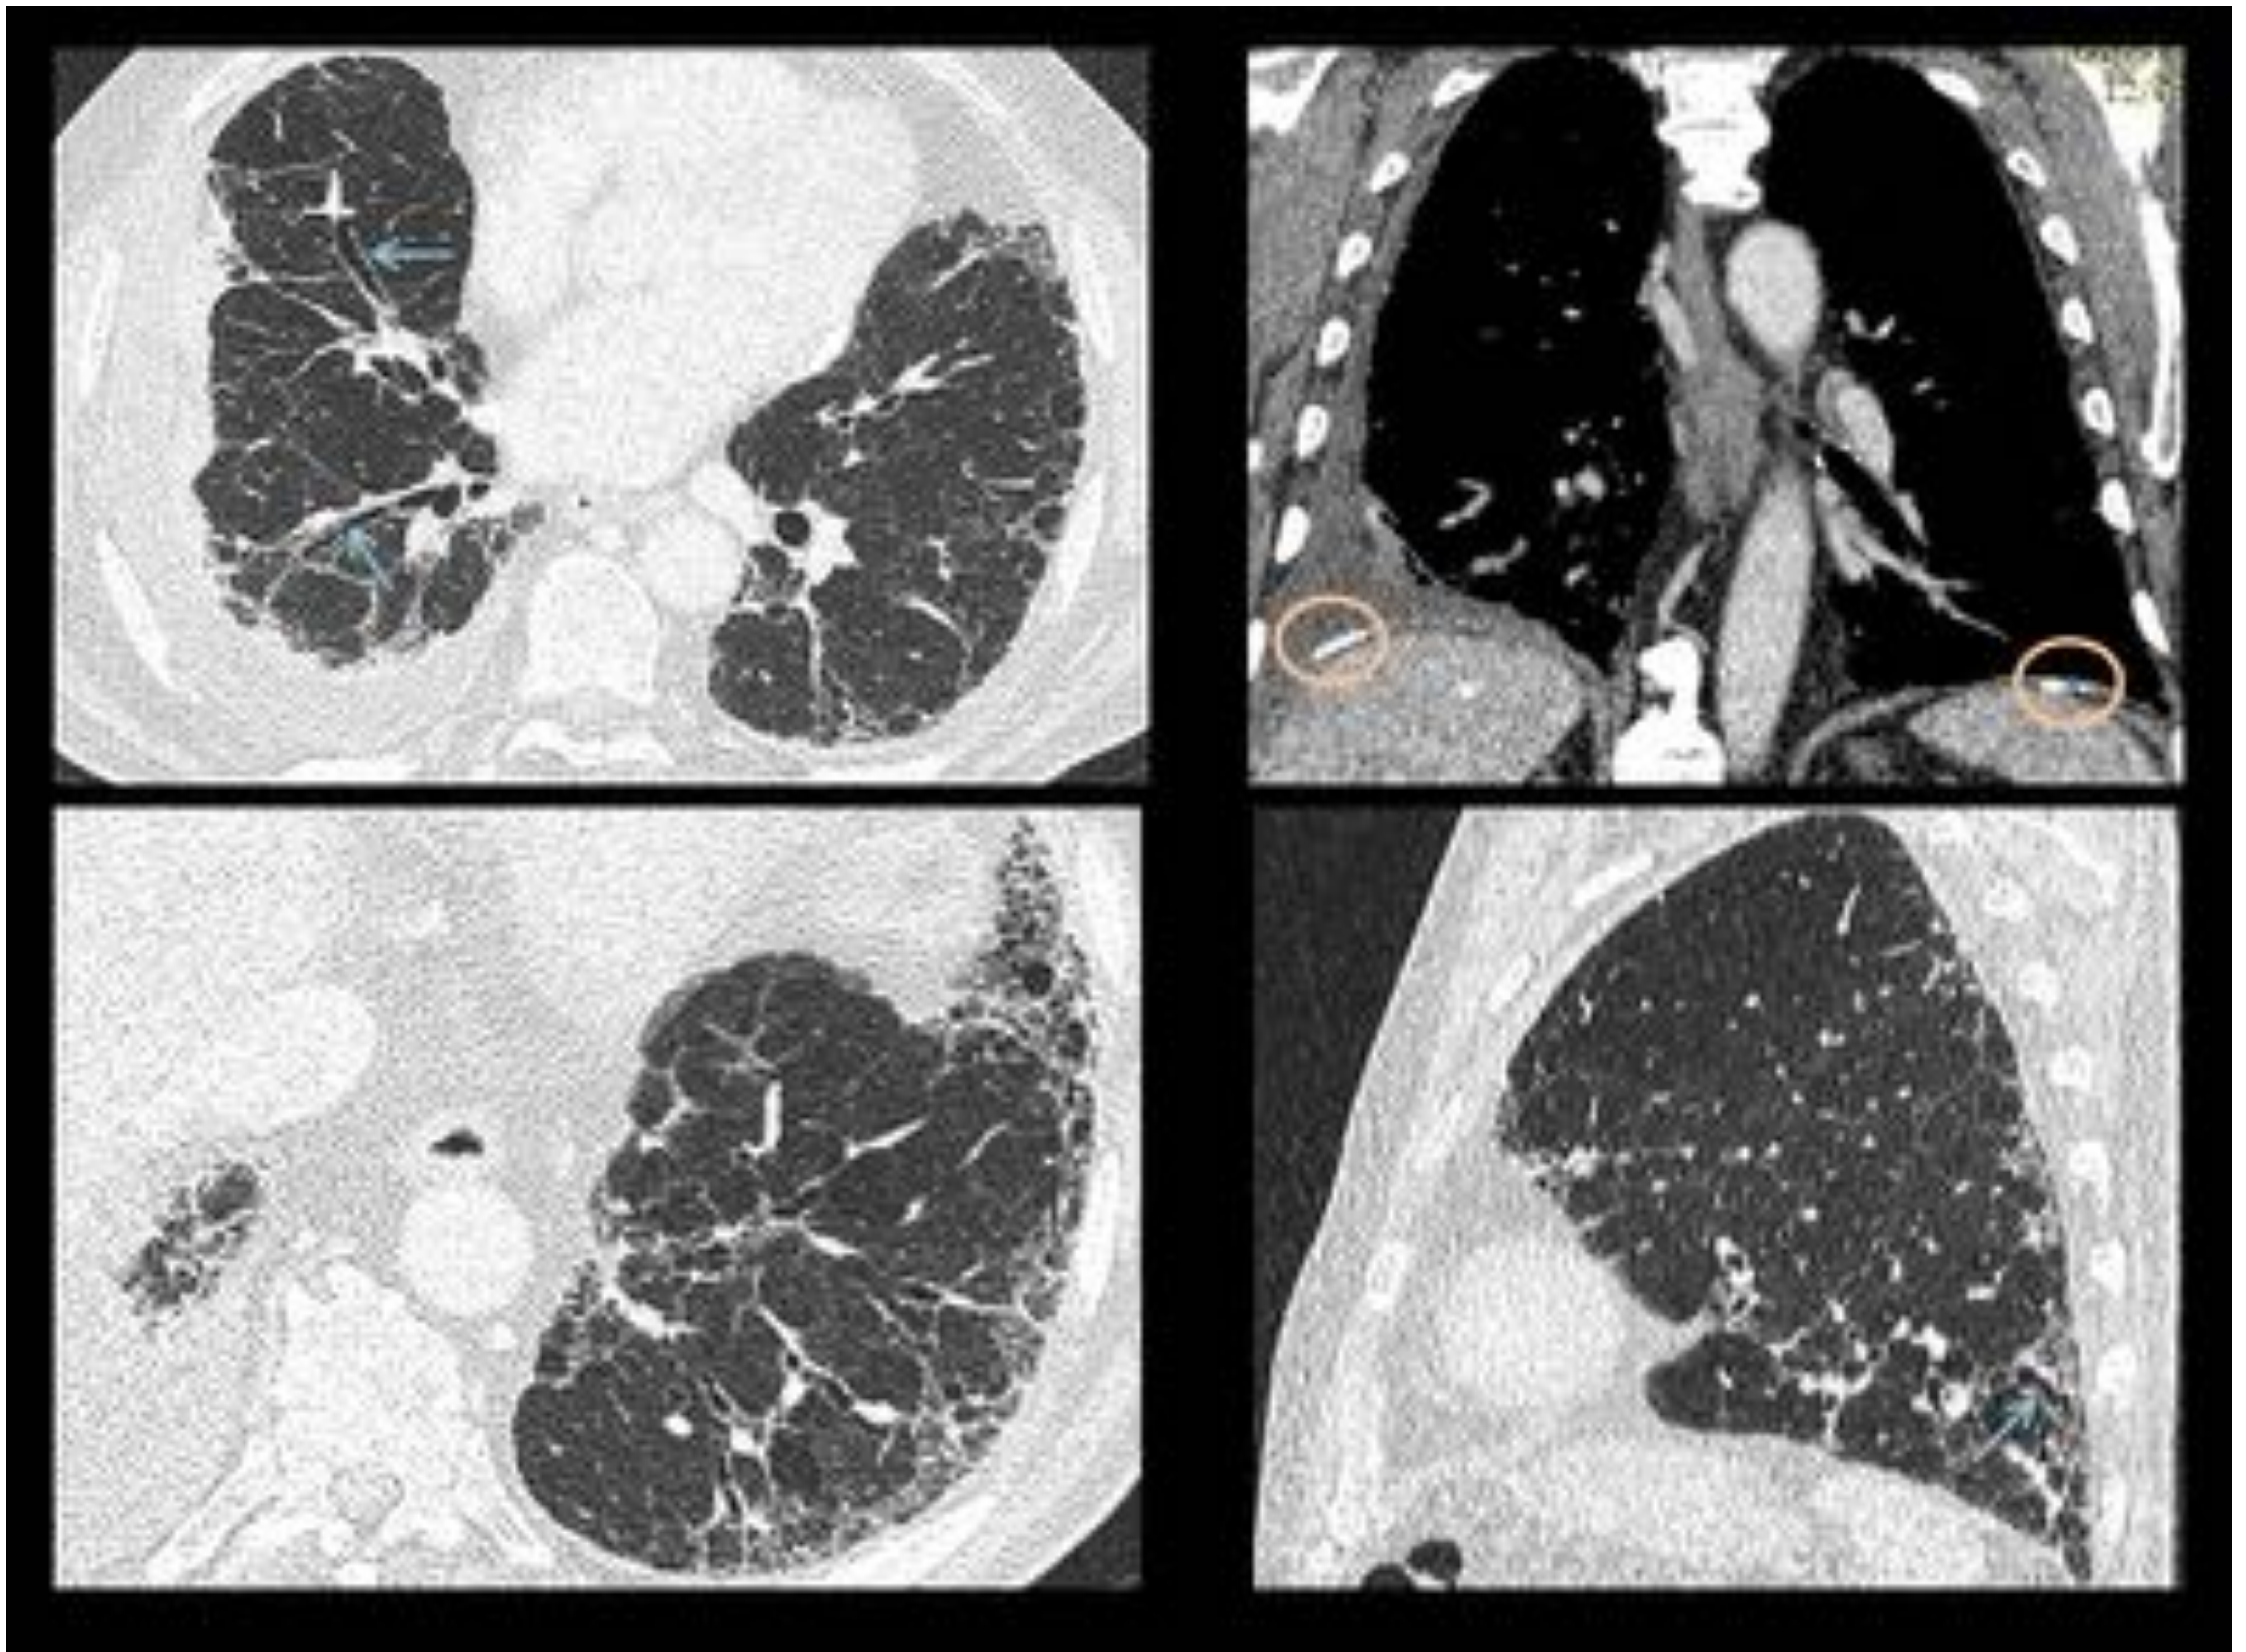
Asbestosis. TC de tórax: cortes coronales con ventana de partes blandas y sagital y axial ventana de pulmón. Paciente con antecedente laboral de exposición a amianto. Se observan placas pleurales calcificadas (círculos), indicativas de exposición a amianto, junto a derrame pleural derecho. En los cortes axiales de ventana de pulmón se observa reticulación subpleural predominante en lóbulos inferiores, junto a bronquiectasias y bronquiolectasias de tracción (flechas). No se observa patrón en panal.
